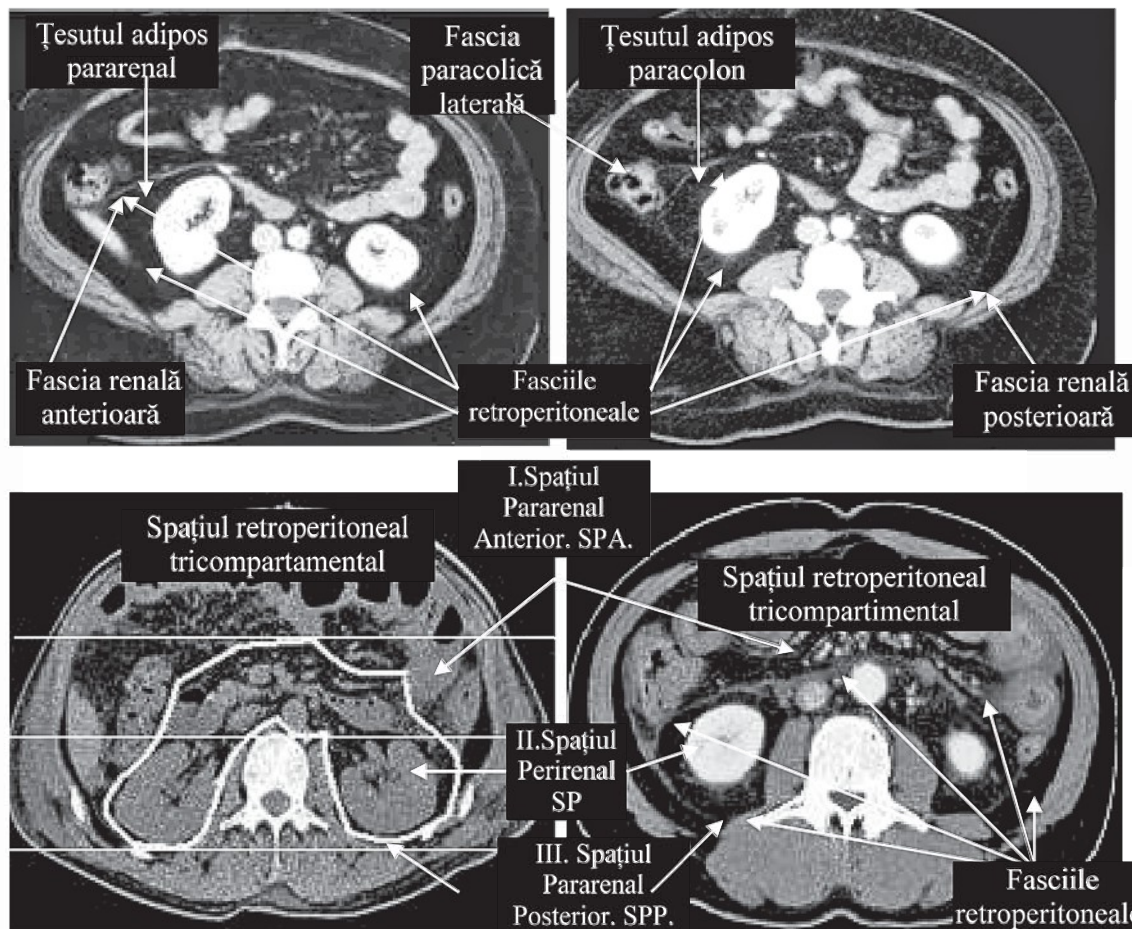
TC a abdomenului la nivelul rinichilor. Anatomia spațiului retroperitoneal tricompartmental. Săgețile indică spațiile: I.SPA, II.SP, III.SPP; fasciile retrorenale vizibile: renală anterioară, posterioară; paracolică/paracolonică laterală.
